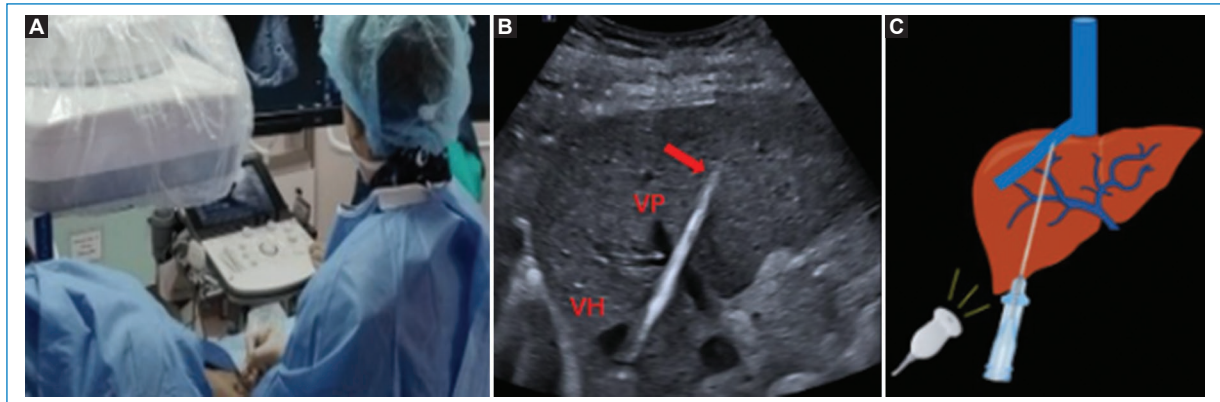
A y B: punción percutánea transhepática con aguja (flecha) guiada por ultrasonido de la vena porta (VP) y la vena hepática (VH) seleccionadas. C: representación gráfica.
